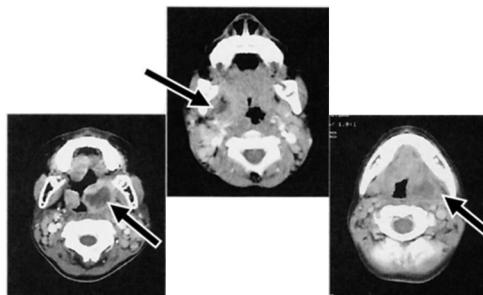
Cervical CT images of three pediatric PTA cases.
